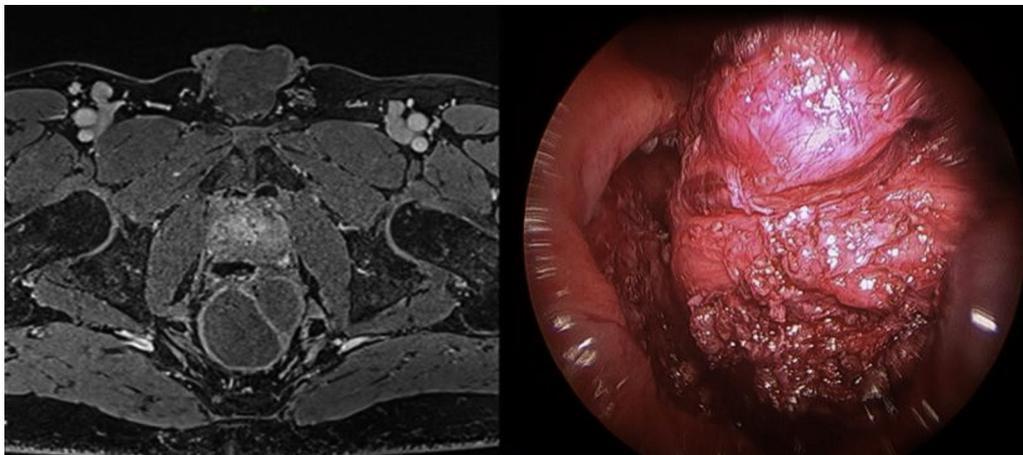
Izquierda: imagen de resonancia magnética (secuencia T2) de quiste retrorectal. Derecha: durante la extirpación mediante TEM, se puede apreciar pared rectal abierta y su morfología bilobulada.
